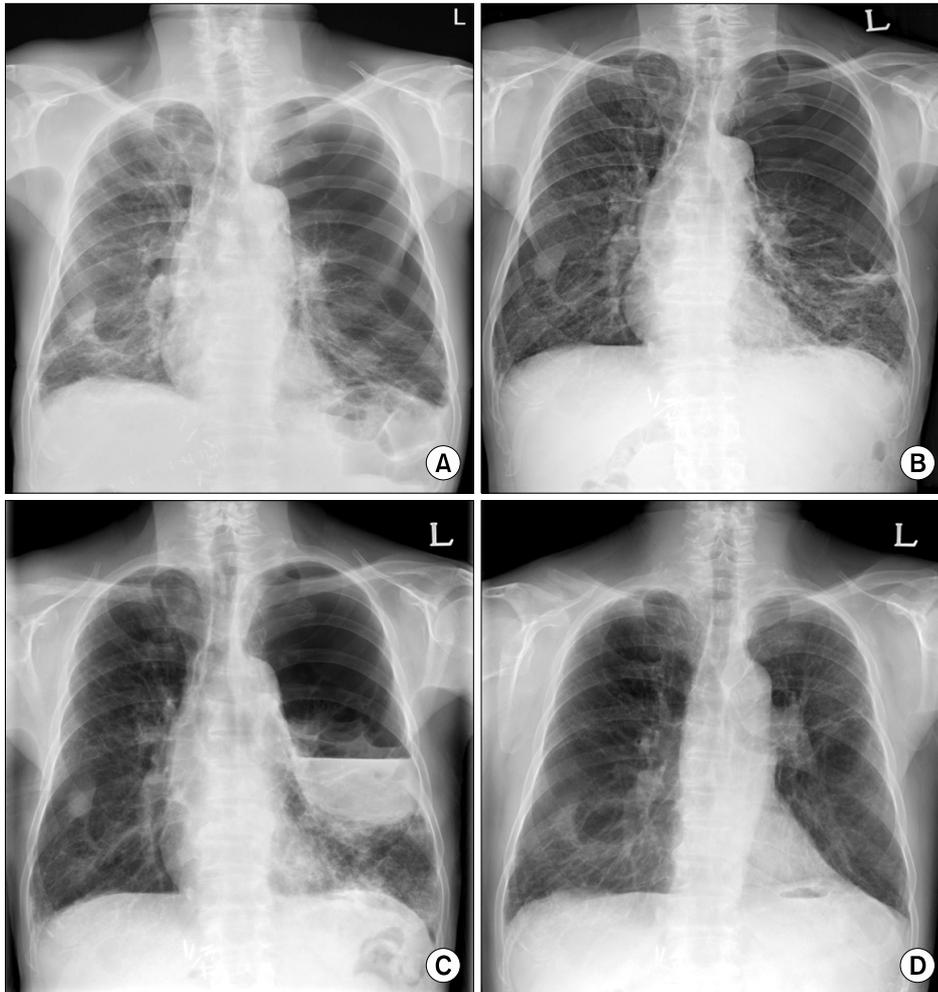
Serial chest radiographic changes in a patient diagnosed with pneumonia with air-fluid level, (A) One month prior to admission, (B) At admission with pneumonia, (C) Five days later, (D) One year later.
